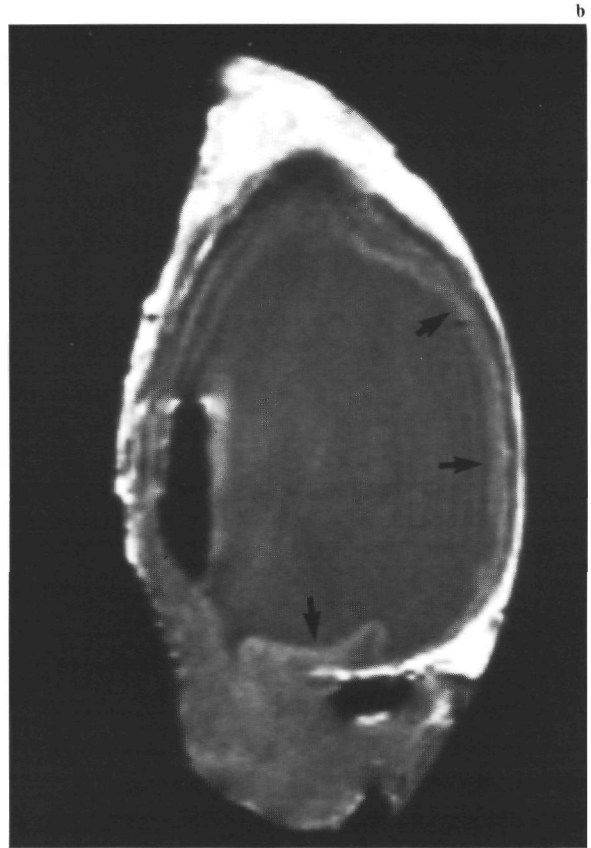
Zowel op de (a) in-vivo als op de (b) in-vitro MRI-opnamen (1,5 T; SE/850/30/2) is de verdikte mucosa zichtbaar als een dunne heldere laag (pijlen). Er is een nauwe relatie tussen darmen en urineblaas. Door het fat-shift artefact is het peritoneum niet goed herkenbaar.
